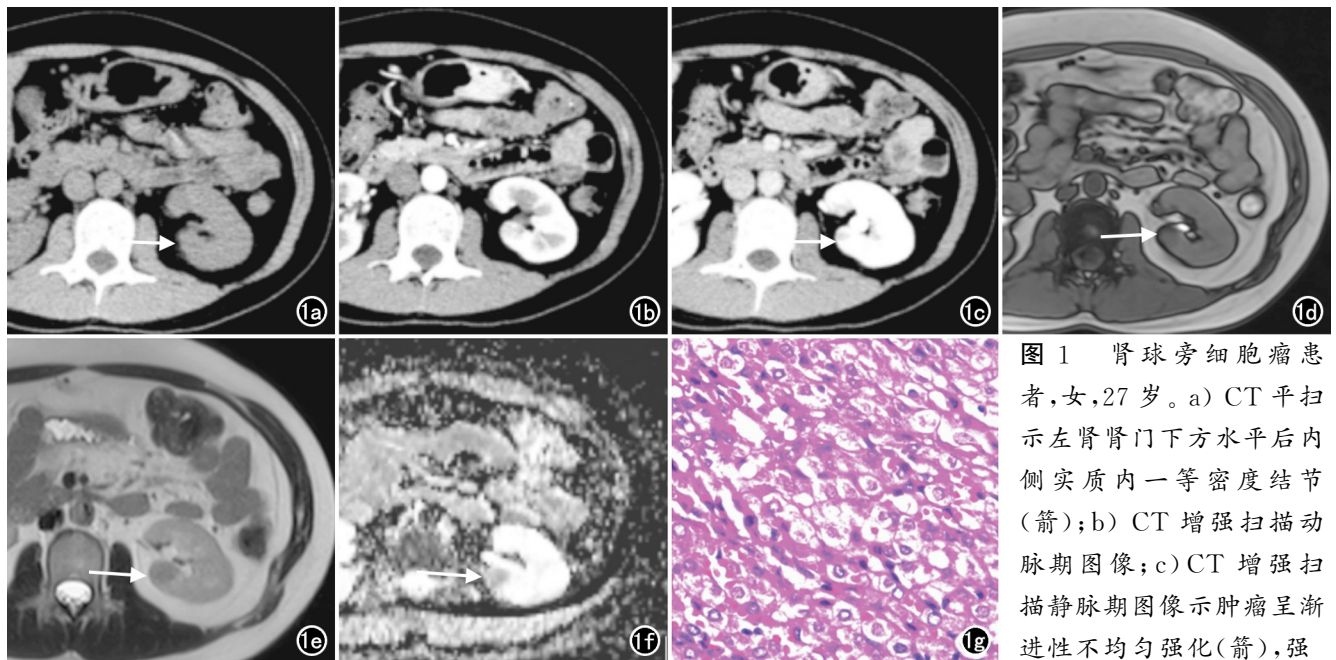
肾球旁细胞瘤患者,女,27 岁。a) CT 平扫示左肾肾门下方水平后内侧实质内一等密度结节(箭);b) CT 增强扫描动脉期图像;c) CT 增强扫描静脉期图像示肿瘤呈渐进性不均匀强化(箭),强化程度低于肾实质;d) T₁WI 示病灶呈等信号(箭);e) T₂WI 示病灶呈稍短 T₂ 信号(箭);f) 扩散加权成像 ADC 图示肿瘤边界清(箭),扩散轻度受限;g) 镜下见肿瘤由多角形、圆形、梭形细胞呈实性、不规则条索状排列,细胞胞浆嗜酸性、颗粒状,核染色质细腻,间质毛细血管丰富(×100, HE)。
